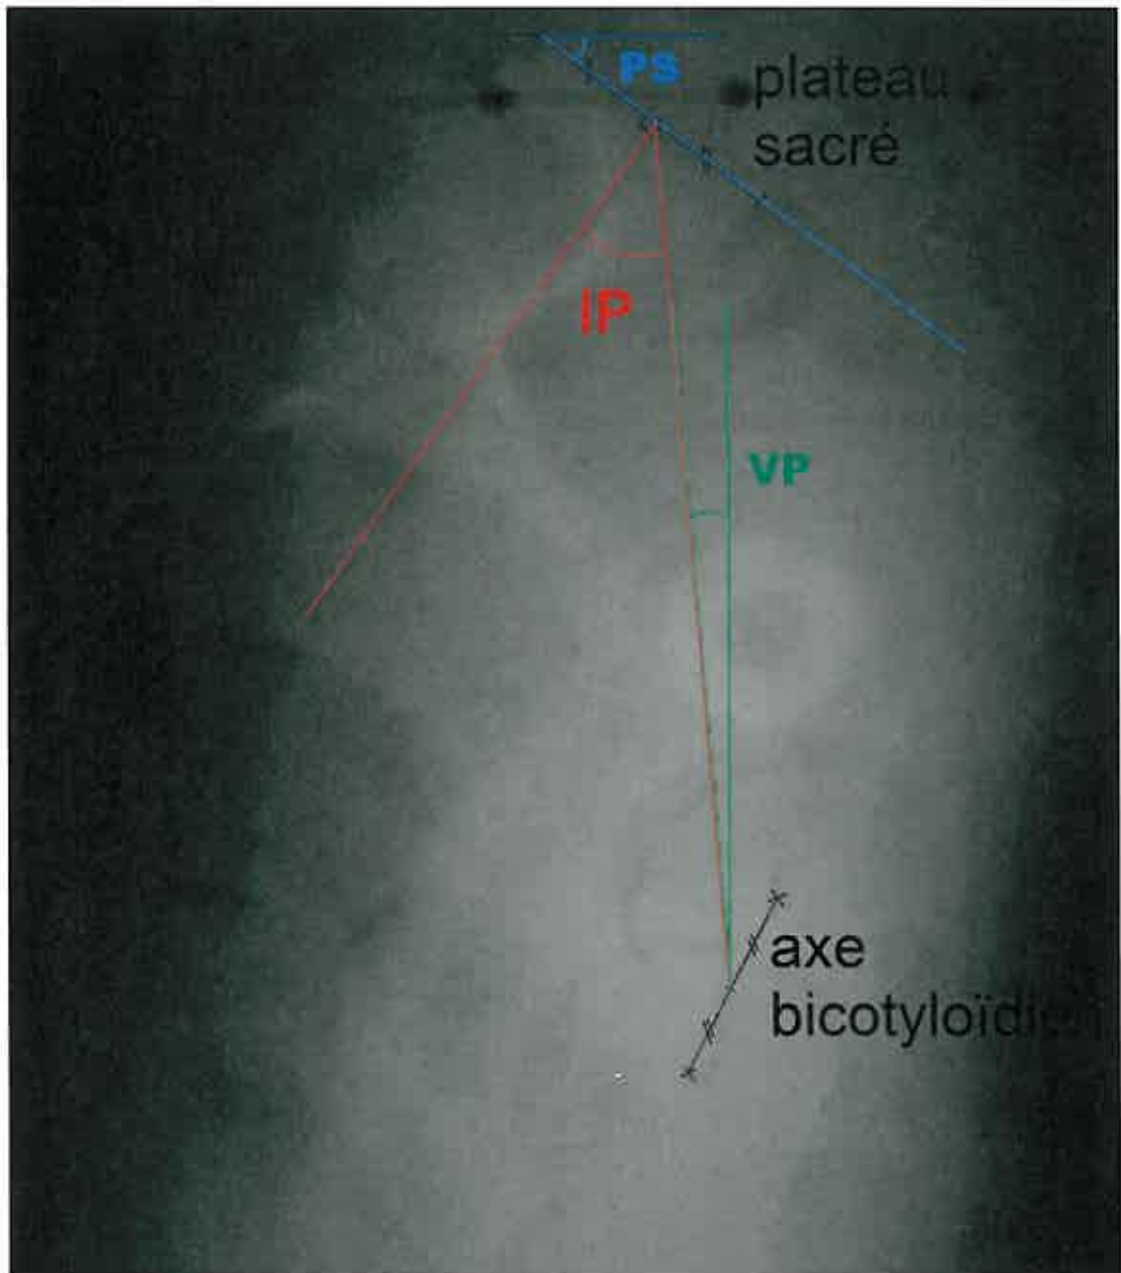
radiographie de profil avec mesure des différents paramètres pelviens et rachidiens
